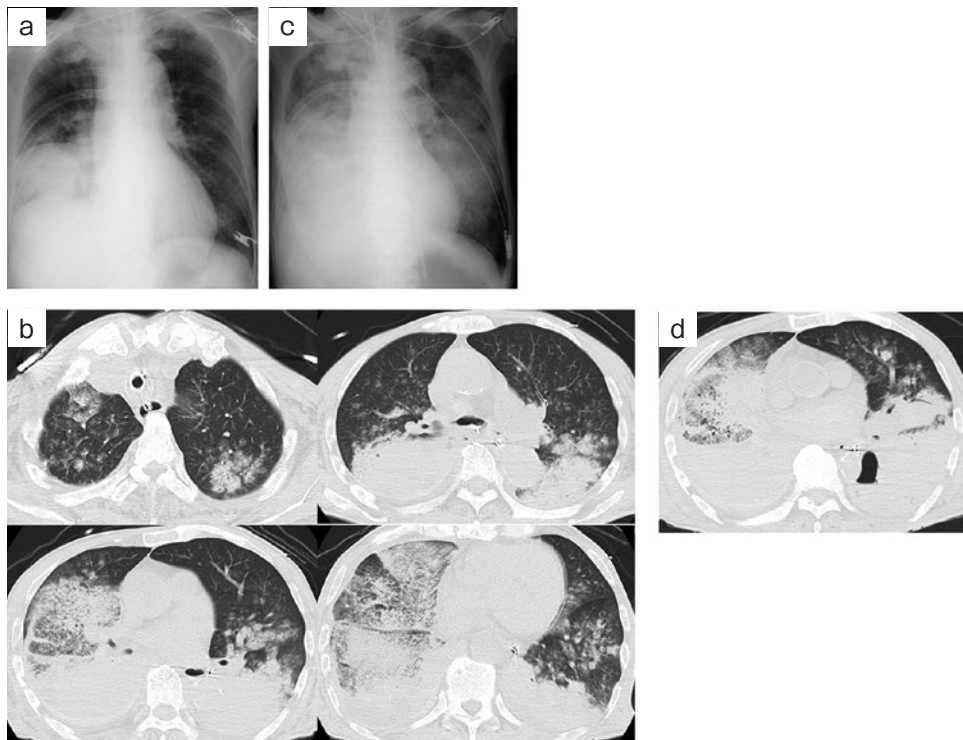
画像所見。(a) 来院時の胸部単純X線写真で、右下肺野の透過性低下を認めた。(b) 来院3時間後の胸部CT写真で、両肺野に網状影・浸潤影を認めた。(c) 来院4時間後の胸部単純X線写真では、右肺野の陰影が悪化し、左肺野にも陰影の出現を認めた。(d) 死亡後の胸部CT写真で、両肺野において肺胞性陰影の悪化を認めた。
